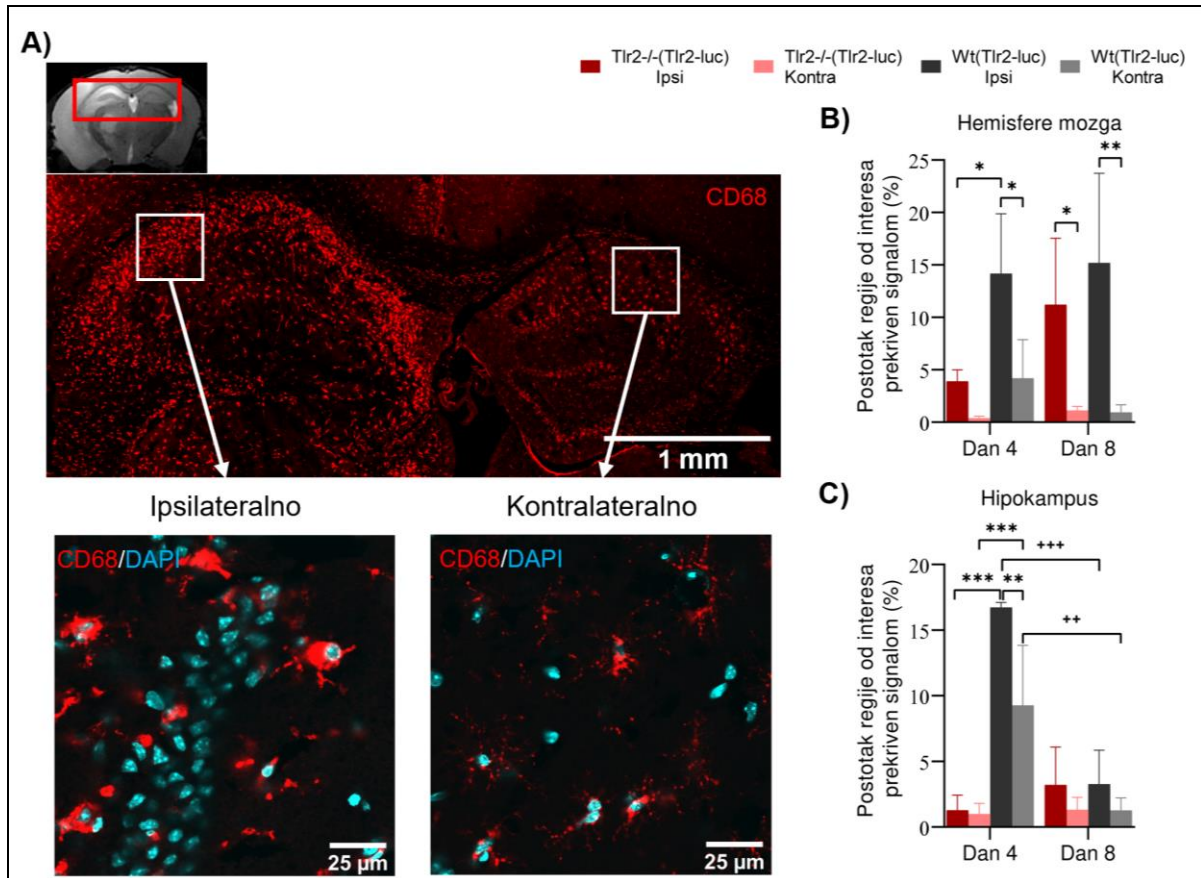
Reprezentativni rezultati imunohistokemijskog bojenja mišjih mozgova antitijelom za protein CD68 (crveno). Mišji mozgovi prikazani na slici su izolirani 4 dana nakon tMCAO. Na snimkama magnetske rezonancije crvenim kvadratom je označeno područje mozga u kojem je posnimljen fluorescentni signal proteina CD68. Izražaj receptora CD68 uočen je na obje hemisfere, a signal je bio vidljiv objektivom 40× (desno), kao i objektivom 4× (lijevo).
